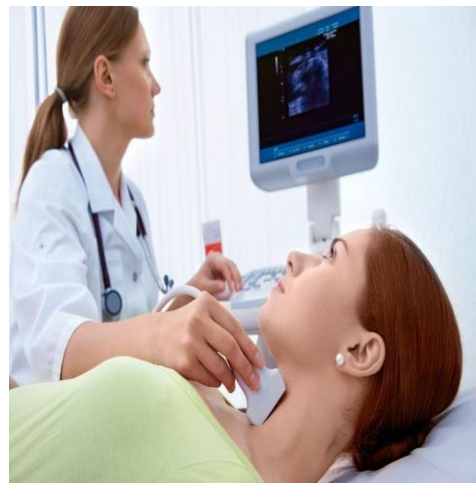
échographie thyroïdienne
